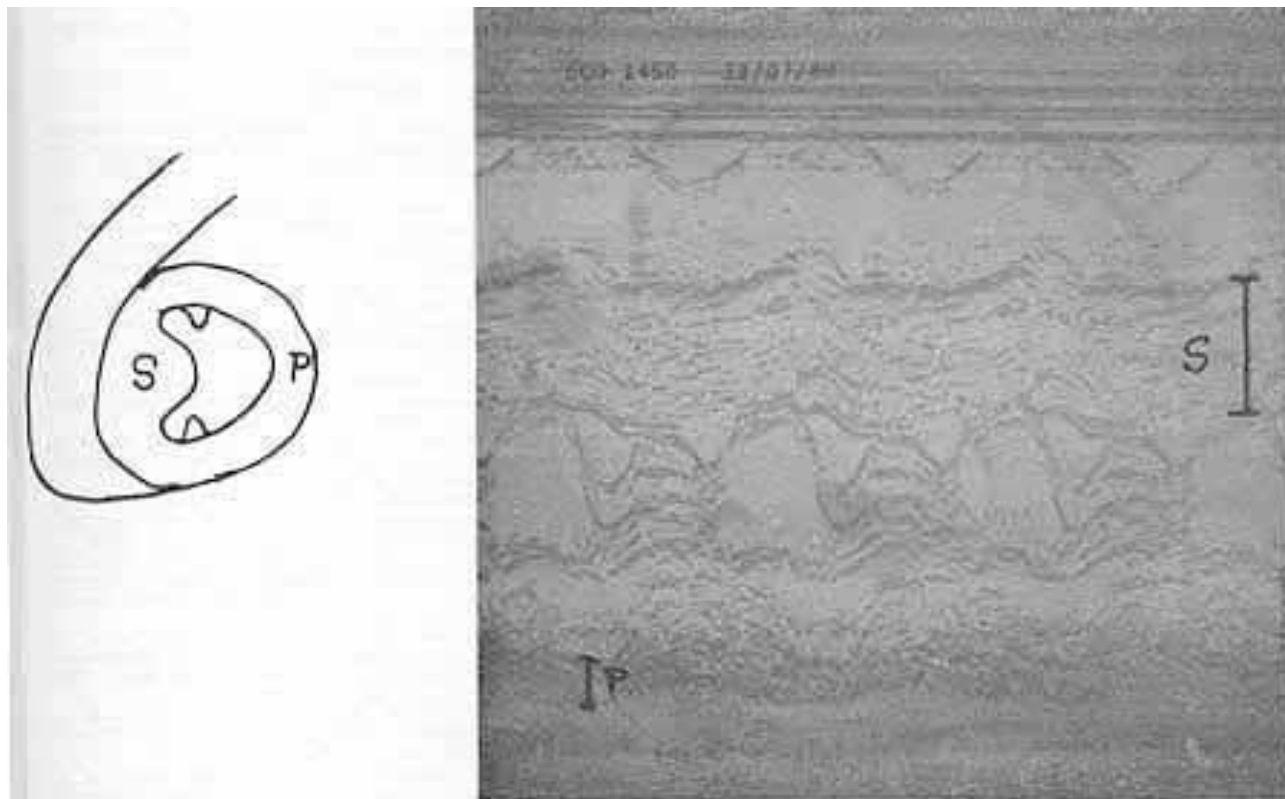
Relação entre a espessura do septo IV (S) e a da parede posterior da VE (P) medida pelo ecocardiograma. Normalmente essa relação é de até 1,2. Na ESAH ela está aumentada importante fator preditivo de morte súbita. (Ver texto).
